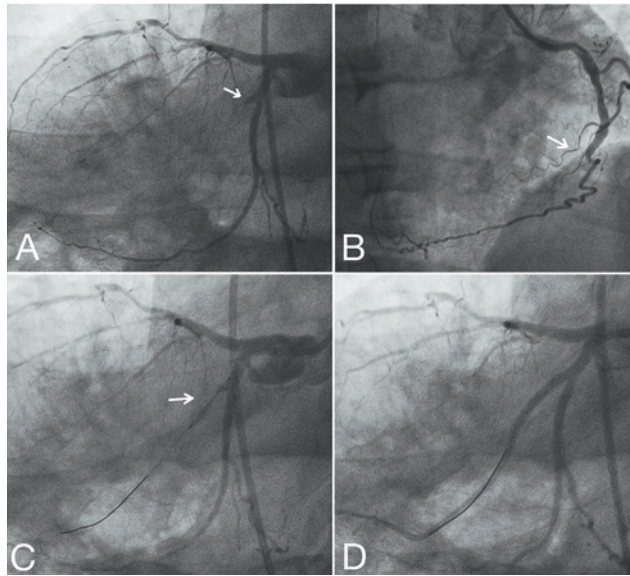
ЧКВ, проведенное пациенту: А 1— левая КА, острая окклюзия ВТК (инфаркт-зависимая артерия); В — правая КА (хроническая окклюзия в среднем сегменте); С — позиционирование стента; D — реперфузия инфаркт-зависимой артерии (кровоток ТИМІ 3).
